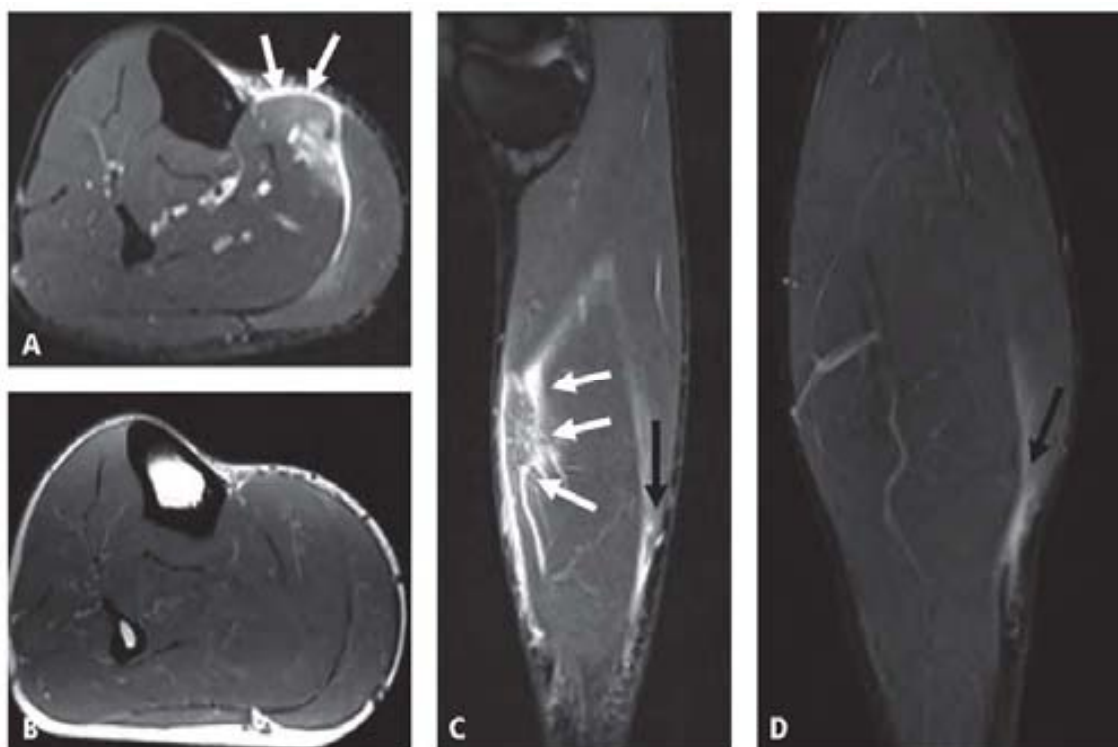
Deportista de medio fondo de 28 años. Rotura miofascial posterior del sóleo (flecha blancas) y líquida subfascial (flechas blancas). Estudio RM. a: Axial T2 fat sat. Flechas: lesión. b: Axial T1. c: Sagital T2 fat sat. Flechas: lesión. d: Coronal T2 fat sat. Flechas: lesión
